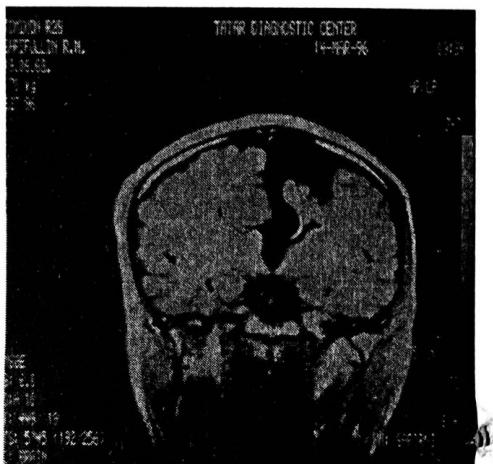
ЯМР-томограмма арахноидальной кисты межполушарной щели головного мозга с анаплазией мозолистого тела.
